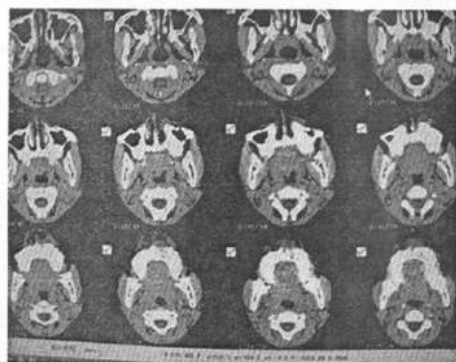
伽玛刀治疗后 90 d, CT+C 复查片所见肿瘤消失
